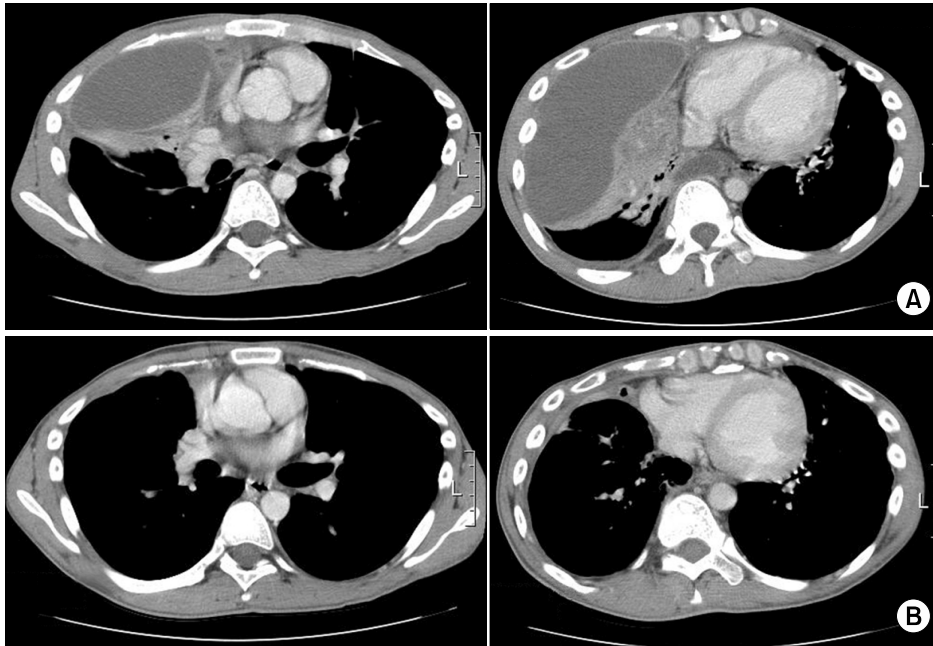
(A) Chest CT: complete atelectasis with multiple abscess formation in right middle lobe. Mediastinitis is noted. (B) Chest CT: interval improved complete atelectasis with multiple abscess formation and endobronchial obliteration in right middle lobe. Mediastinitis is improved.
